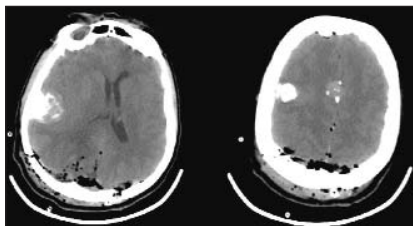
КТ после первой операции (описание в тексте)
